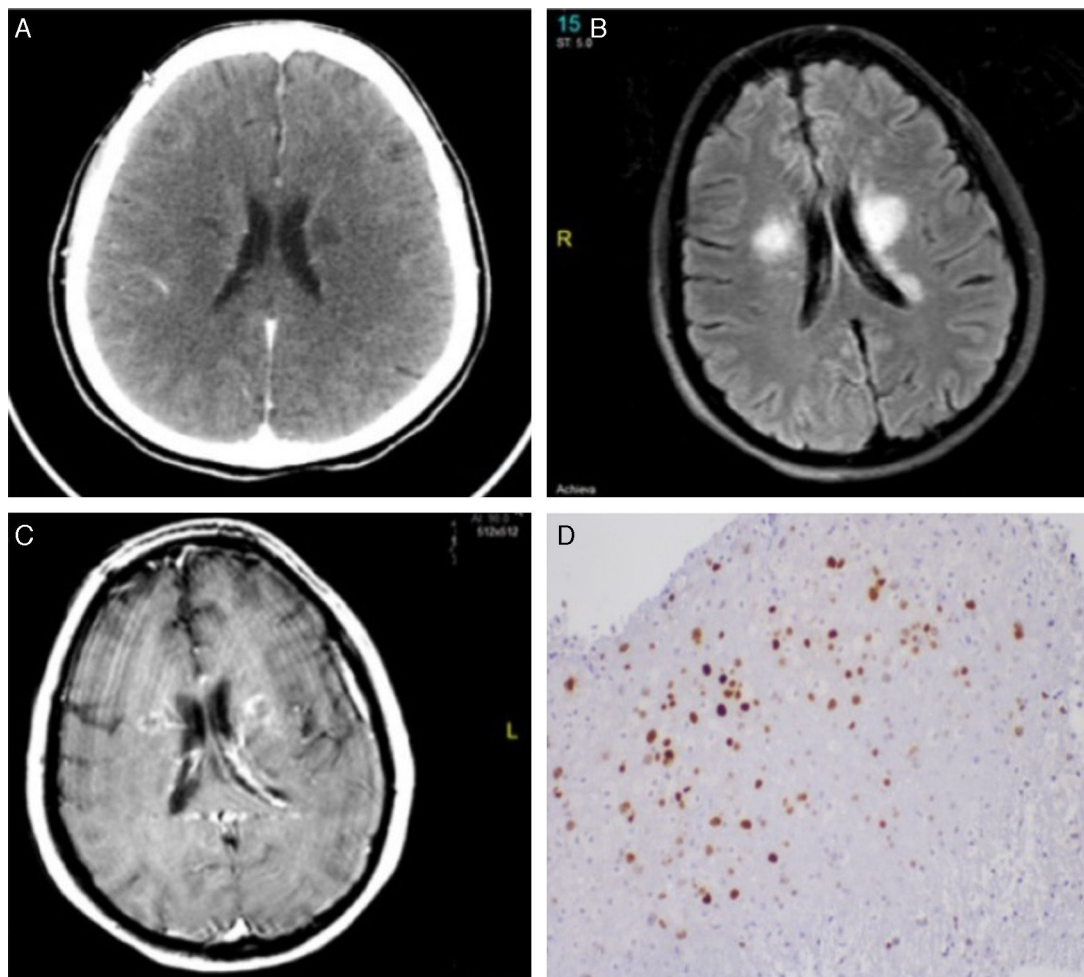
Neuroimagen y anatomía patológica (AP). A) TC craneal en el que se aprecian hipodensidades focales periventriculares y capsulotalámicas bilaterales. B) (Flair) y C) (Ti). RMN cerebral con lesiones en coronas radiadas, ganglios basales y tálamo, de predominio izquierdo, con discreto edema y captación de contraste. D) AP de tejido cerebral que demuestra infección por virus JC mediante la tinción inmunohistoquímica a anti-SV40.
